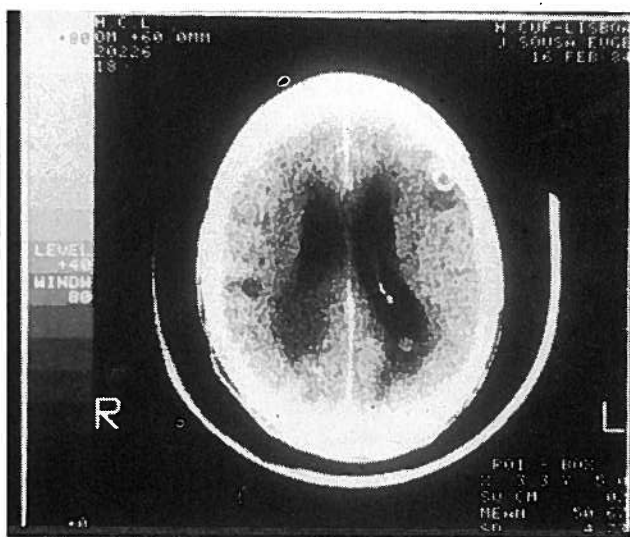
TAC: múltiplas metástases:
